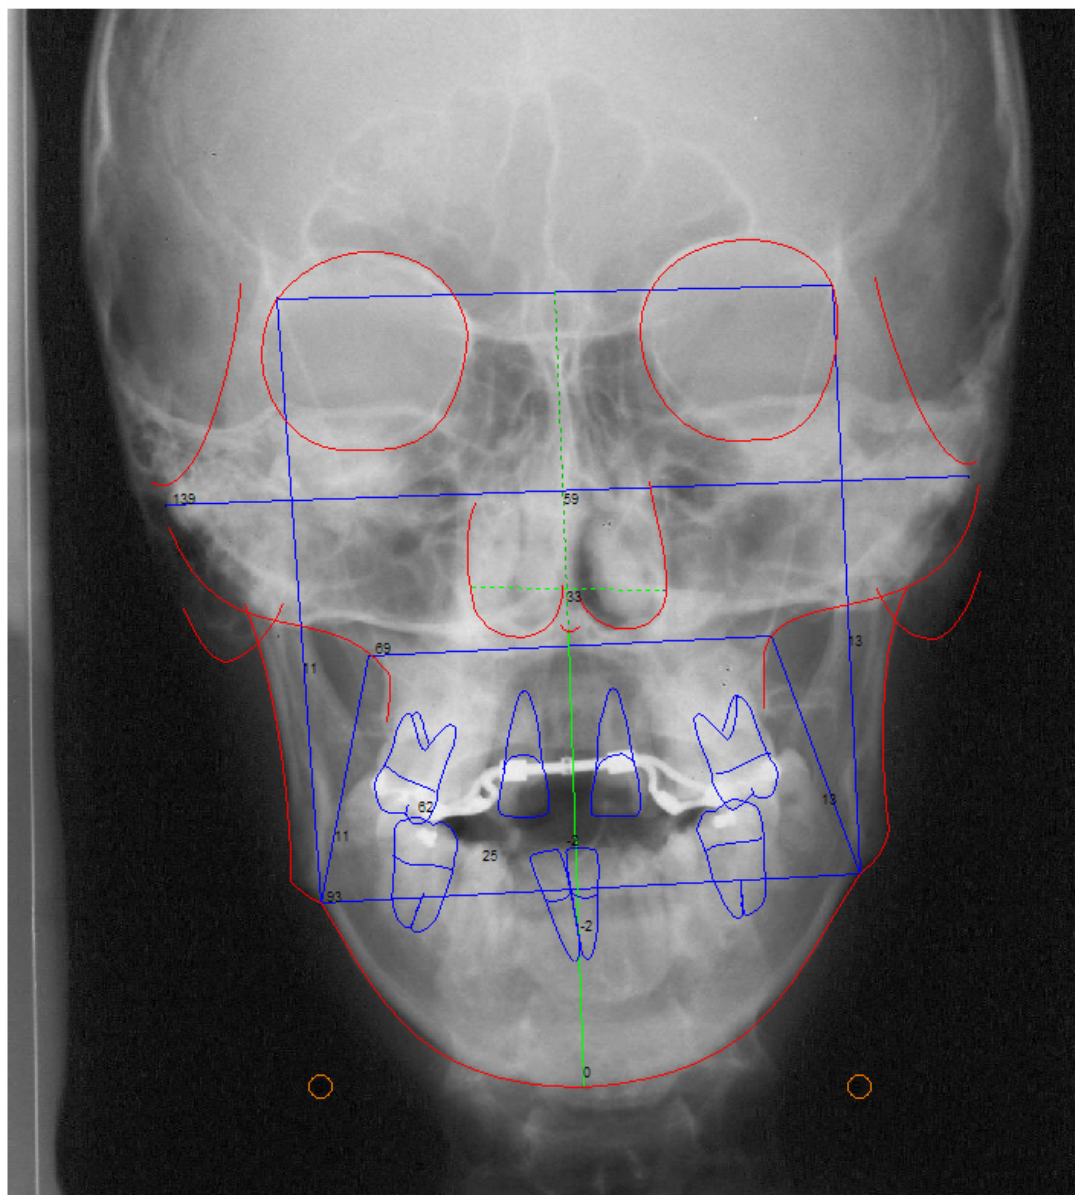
Telerradiografia em norma frontal pós-expansão (T2)
